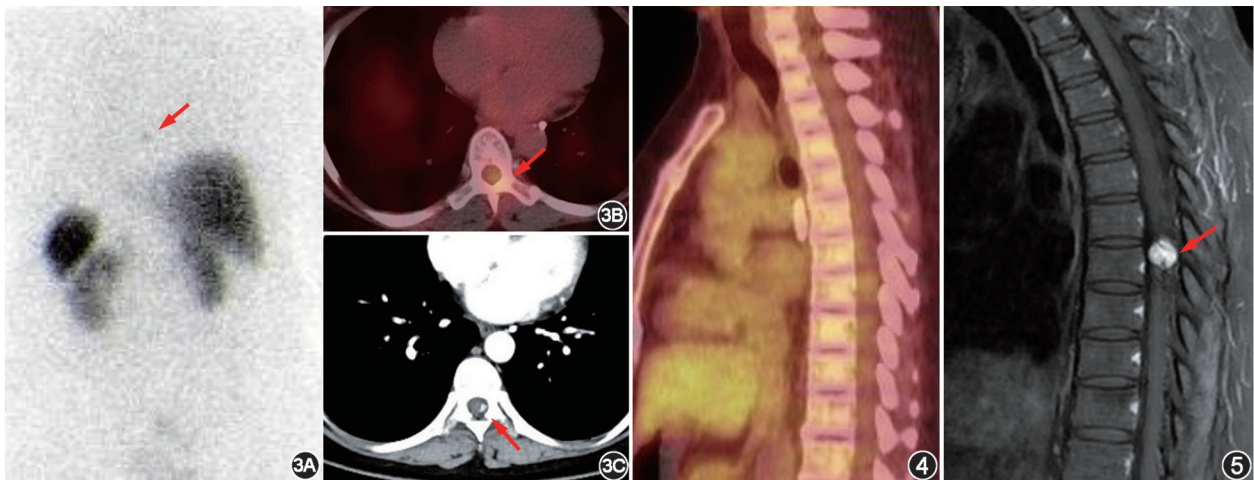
胰腺多发病变患者(女,53 岁)<sup>99</sup>Tc<sup>m</sup>-联胍尼克酰胺-酪氨酸 3-奥曲肽(HYNIC-TOC)显像及增强 CT 图。3A. <sup>99</sup>Tc<sup>m</sup>-HYNIC-TOC 平面显像后位图可见胸部一显像剂摄取轻度增高灶(箭头示);3B. <sup>99</sup>Tc<sup>m</sup>-HYNIC-TOC SPECT/CT 横断层图见胸部摄取增高灶位于胸段椎管内(箭头示);3C.腹部增强 CT 图见同层面胸髓点状高强度灶(箭头示) 图 4 同一患者<sup>18</sup>F-FDG PET/CT 矢状位图示胸髓代谢未见异常 图 5 同一患者胸髓增强 MRI 矢状位图示胸髓明显强化结节,伴血管流空影(箭头示)
